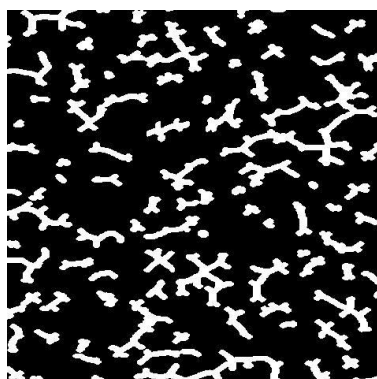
Синтетично згенерований фантом мікро-КТ трабекулярної тканини хребця людини
